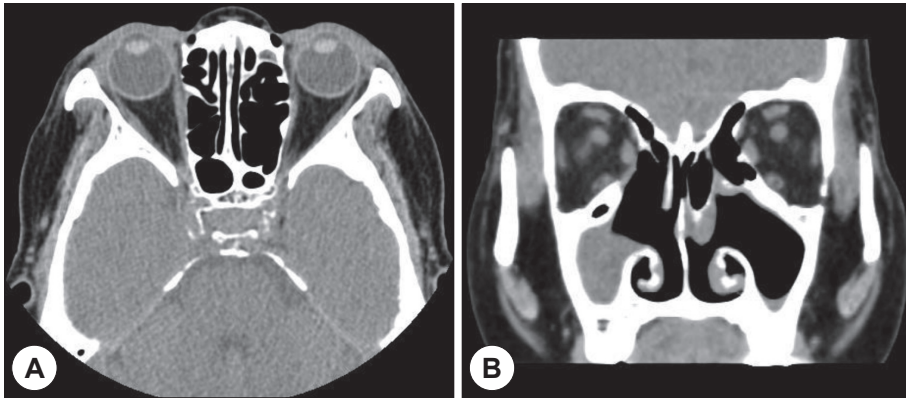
Postoperative orbit computed tomography at 1 month shows no remaining hematoma. A : Axial view. B : Coronal view.
